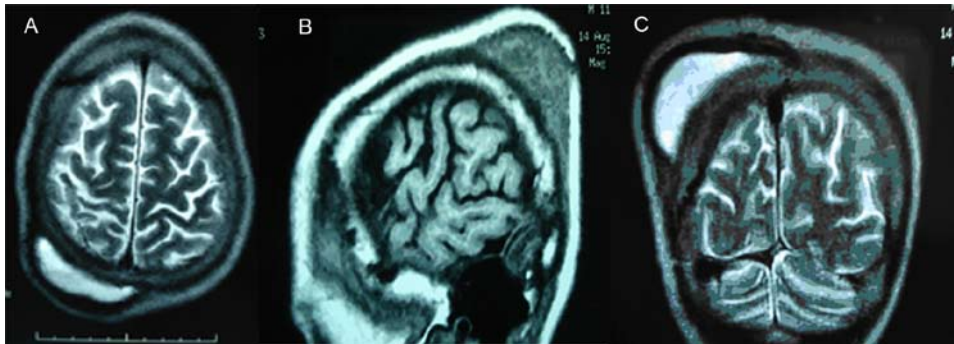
Ressonância magnética no início do quadro: (A) corte axial em T2; (B) corte sagital em T1; (C) corte coronal em T2.
